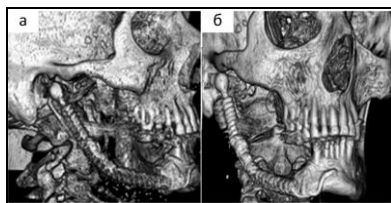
Отдаленные результаты (7 лет наблюдений) использования эндопротеза, пациентка О-ва, группа I. а – головка эндопротеза располагается в проекции суставной ямки, имеет меньшие размеры, чем контрлатеральная; б – состояние прикуса зубов стабильно удовлетворительное. Мультиспиральная компьютерная томография с 3D визуализацией
